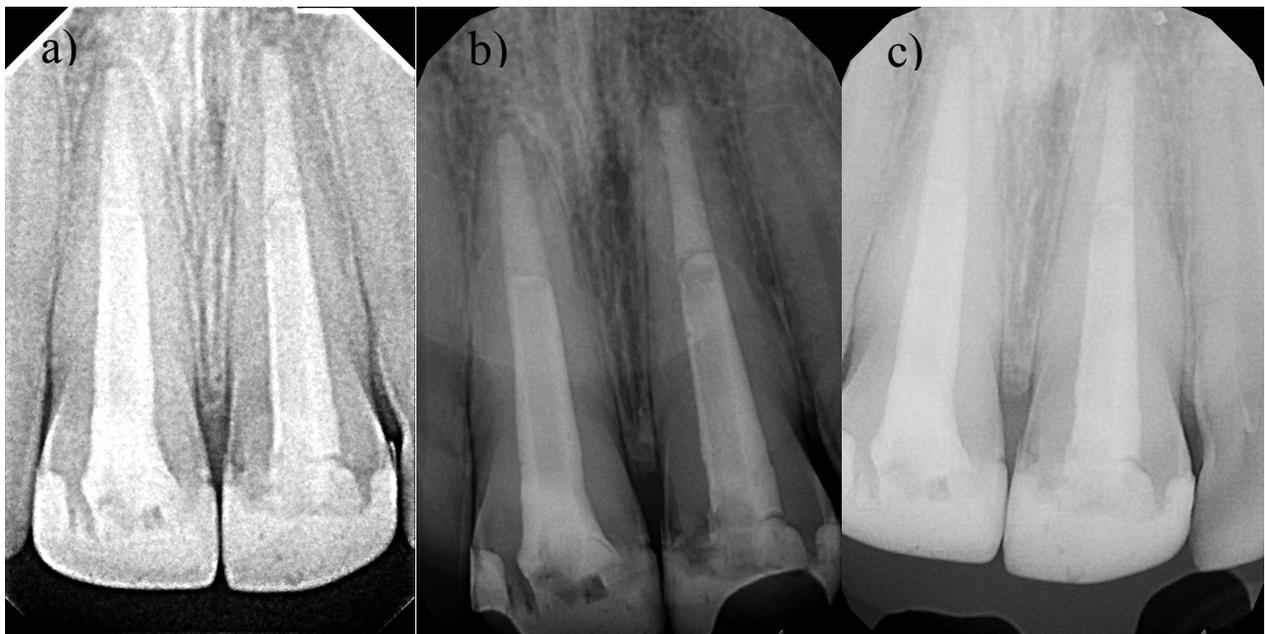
a) Radiografia periapical aos 7 anos de controlo do dente 11 e 21, em 2014. b) Radiografia periapical aos 10 anos de controlo do dente 11 e 21, em 2017. c) Radiografia periapical aos 11 anos de controlo do dente 11 e 21, em 2018 – Caso Clínico 3
